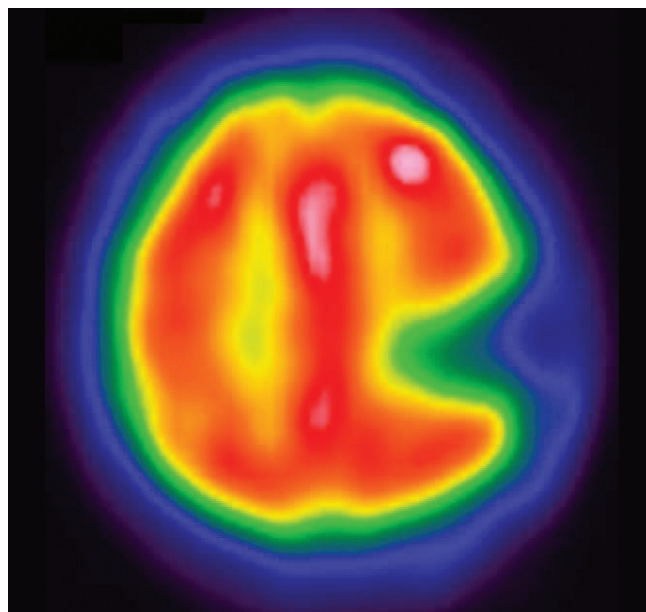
Perfuzní CT (time to peak) prokazuje výpad perfuze vlevo (infarktové ložisko) a hypoperfuzi v celém povodí levé ACI (oligemie a penumbra) (stranově převrácené zobrazení)
